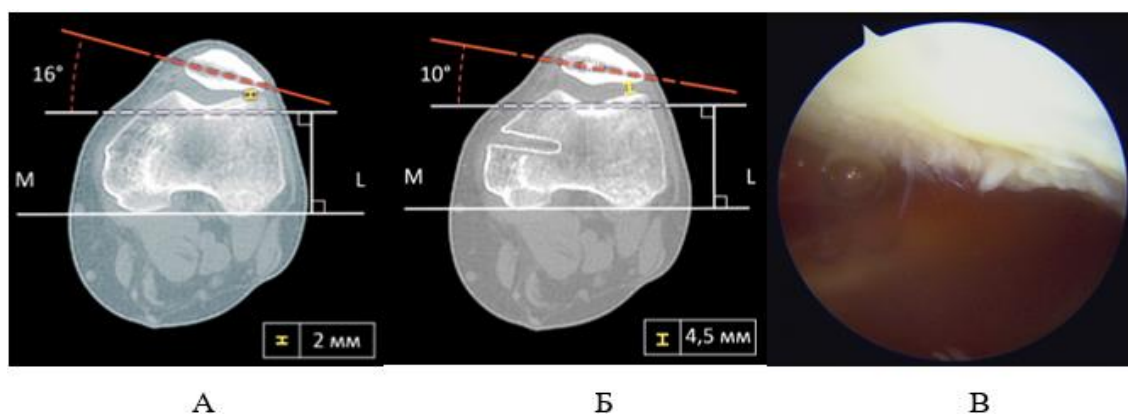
Пациент Т., данные МСКТ до операции (А), после операции (Б) и состояние суставного хряща (В)
